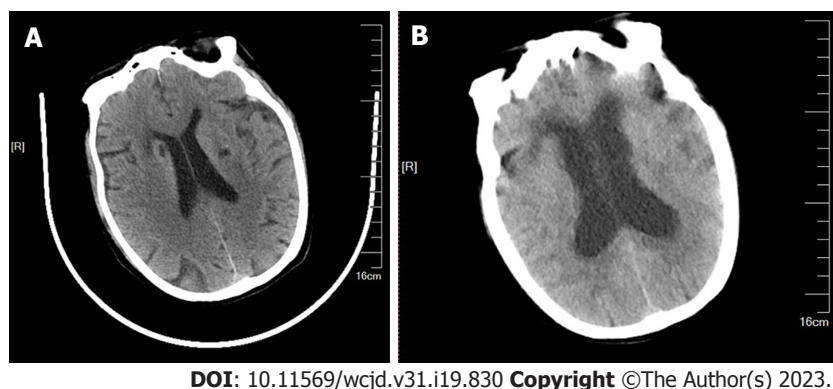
头颅CT前后对比。A: 双侧基底节区可见多发小片低密度影, 边界清晰或欠清, 双侧侧脑室周围脑白质可见对称性密度减低, 无占位效应(2022-10-15); B: 幕上脑室系统扩张积水, 脑室周围见轮缘状低密度影。双额深、双侧基底节区可见多发小片低密度影, 边界清或欠清, 双侧侧脑室周围可见片状稍低密度影, 边界欠清(2022-10-22)。
